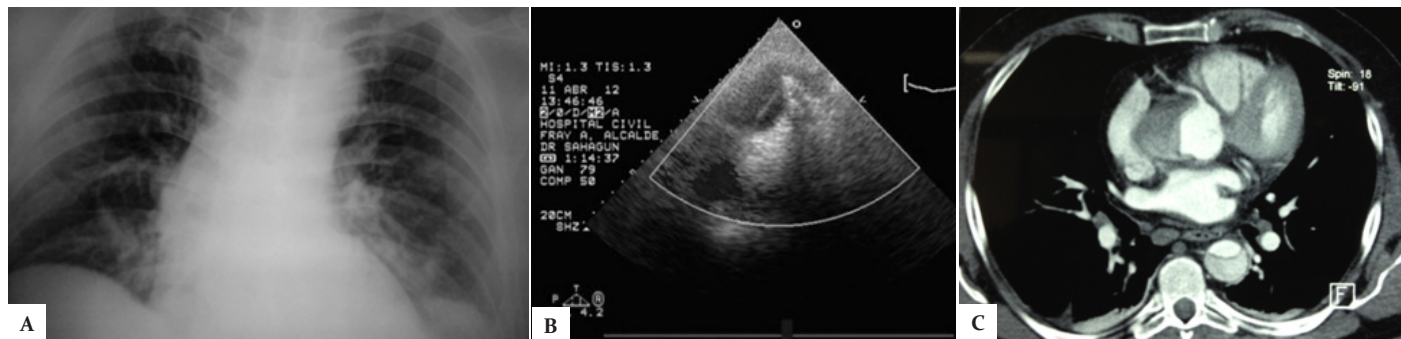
A Radiografía de tórax anteroposterior donde se detecta ensanchamiento mediastinal con desviación de tráquea. B, Ecocardiograma doppler color en eje largo paraesternal modificado para evaluar aorta ascendente con raíz aórtica dilatada de 42 mm con imagen sugestiva de Flap por encima del seno coronario derecho. C, La tomografía de tórax contrastada evidenciando aneurisma disecante de aorta ascendente que involucra ostium de coronaria derecha y se observa la continuación de la disección en aorta descendente intra torácica.
